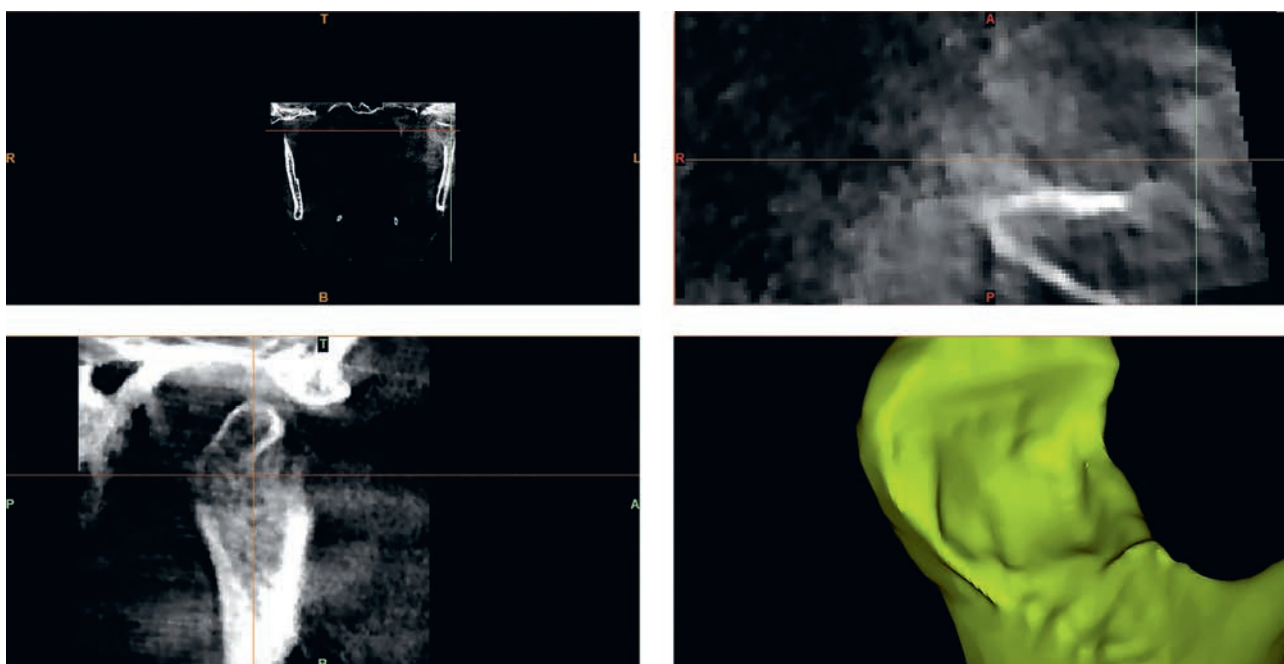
Сегментированная модель суставных головок из КТ-исследований
